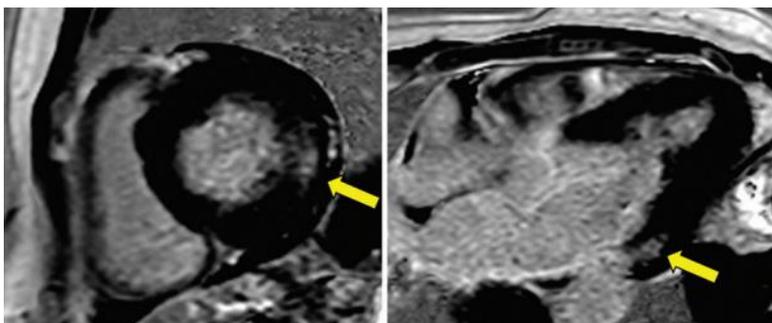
Resonancia magnética de una paciente portadora de la Enfermedad de Fabry. Se evidencia fibrosis miocárdica, predominantemente intramiocárdica y a nivel inferolateral basal.
